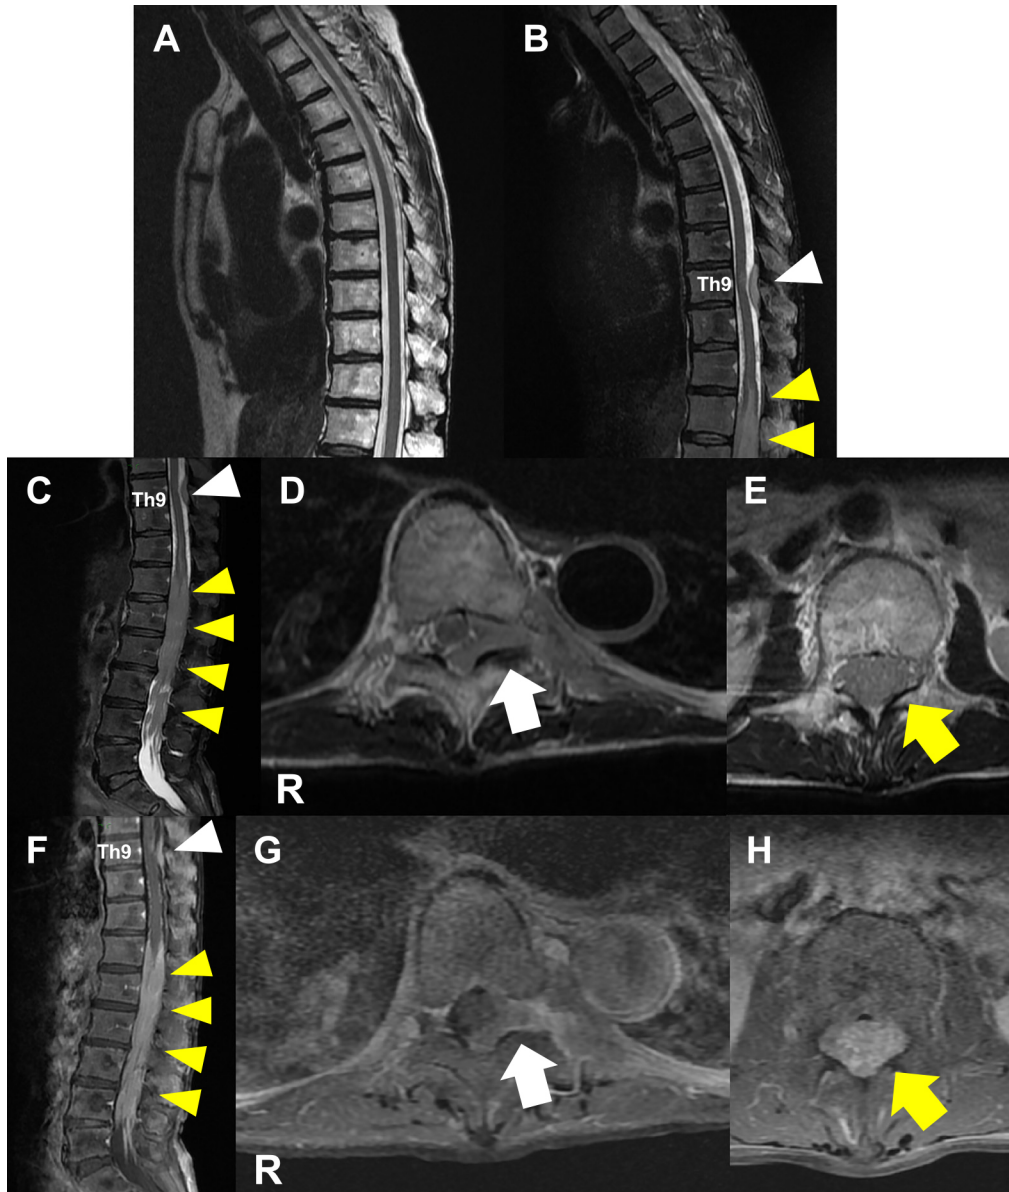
MRI of the spinal cord (A: 1.5 T T₂WI, B, C: 1.5 T fat-suppressed T₂WI, D, E: 1.5 T T₂WI, F-H: 1.5 T fat-suppressed Gadolinium enhanced T₁WI).
